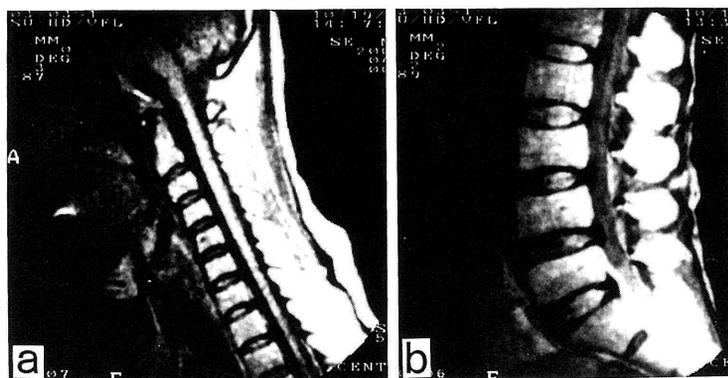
脊髓 MRI: プロトン密度強調画像 (2000/40)
